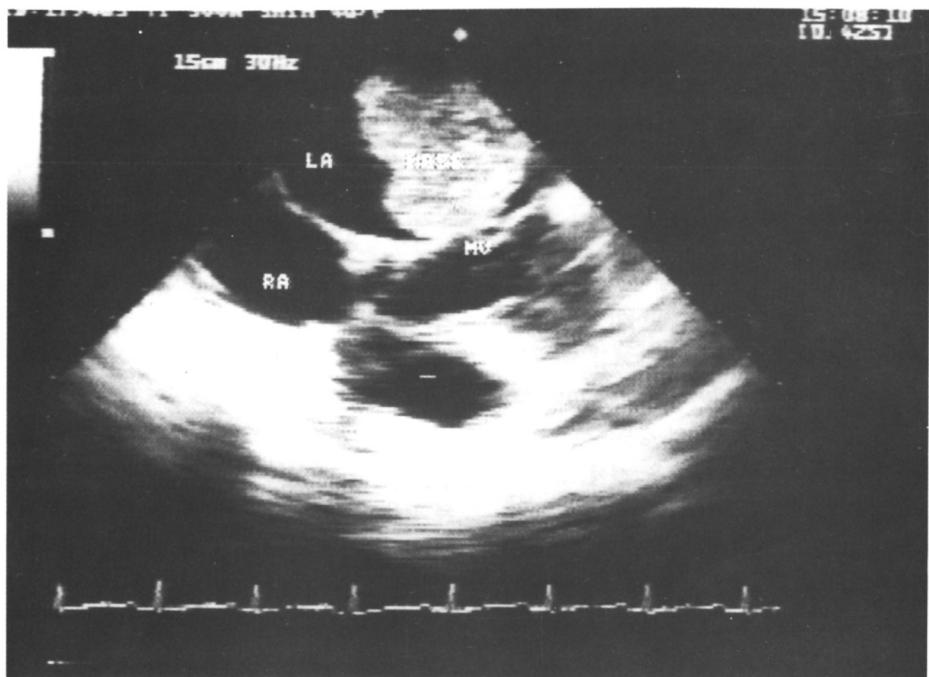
Transesophageal echocardiogram(Transverse 4 chamber view) shows left atrial mass obstructing mitral valve.
